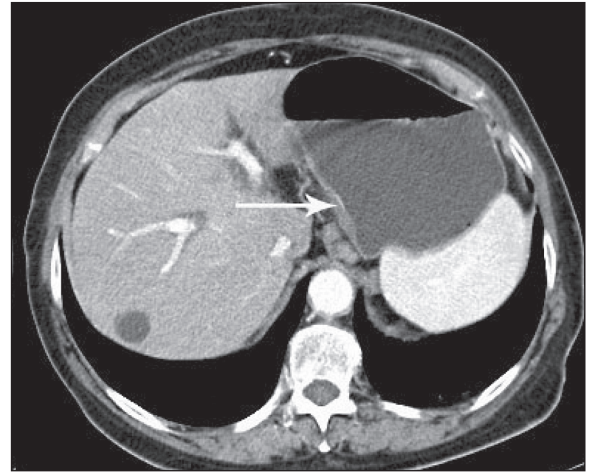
СКТ органов брюшной полости после лечения (клиническое наблюдение 1). Изображение опухоли желудка не получено. Обращает на себя внимание слоистое строение стенки органа, отмечается интенсивное накопление контрастного вещества в слизистой оболочке желудка (отмечено стрелкой). КТ-данных за метастатическое поражение регионарных лимфатических узлов не получено
